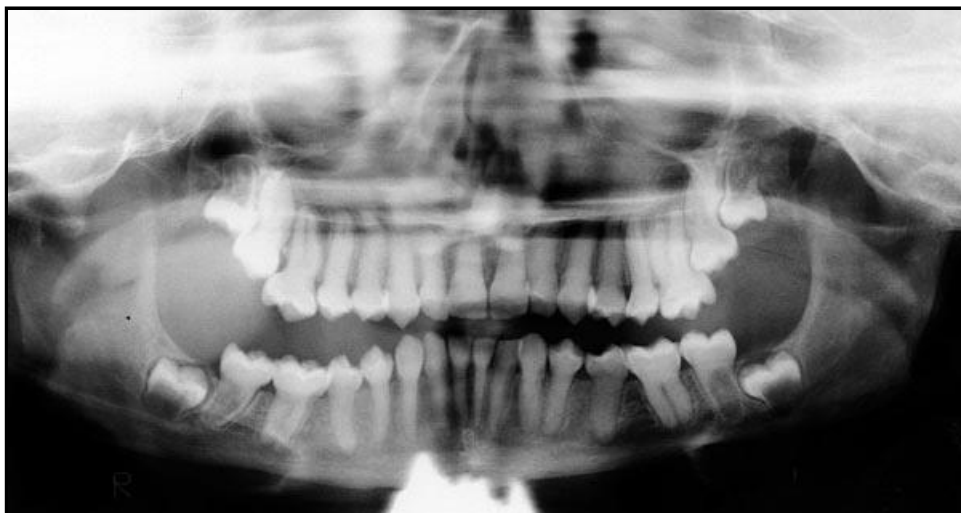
Radiografía panorámica de paciente de 14 años con DI tipo I. Tomada de O'Connell (38).
